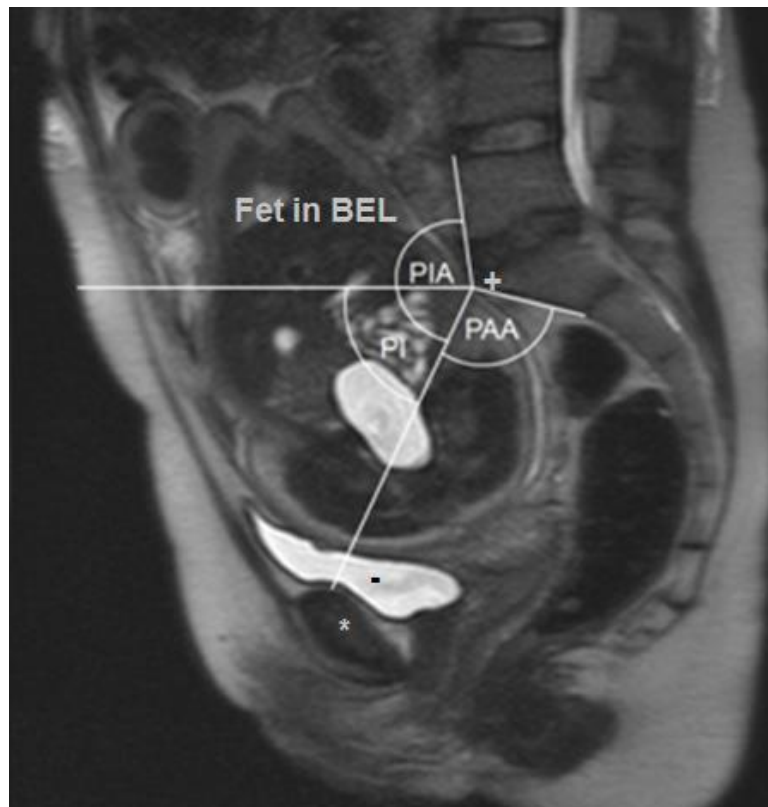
Winkel im Sagittalschnitt in T2-Wichtung (MRT-Pelvimetrie)
